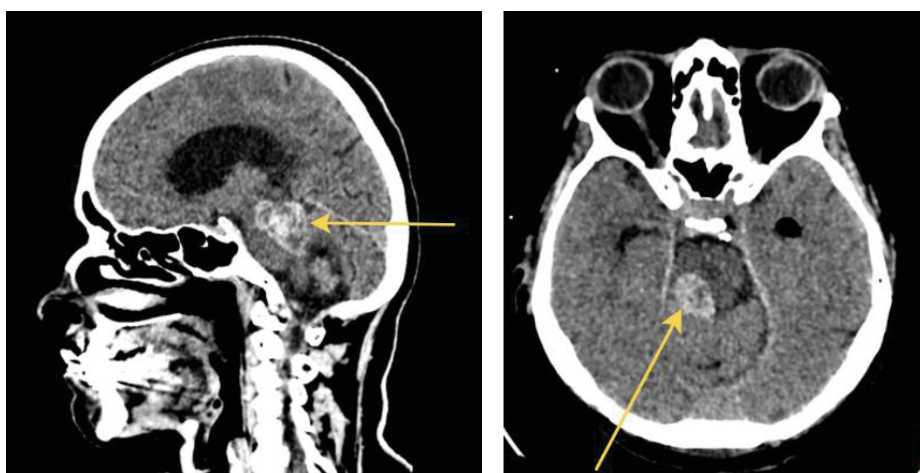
СКТ ГМ перед операцией
